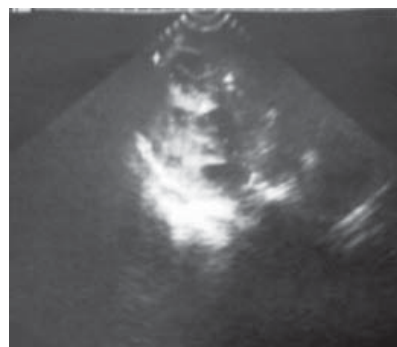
USG repetată peste 4 luni postoperator
